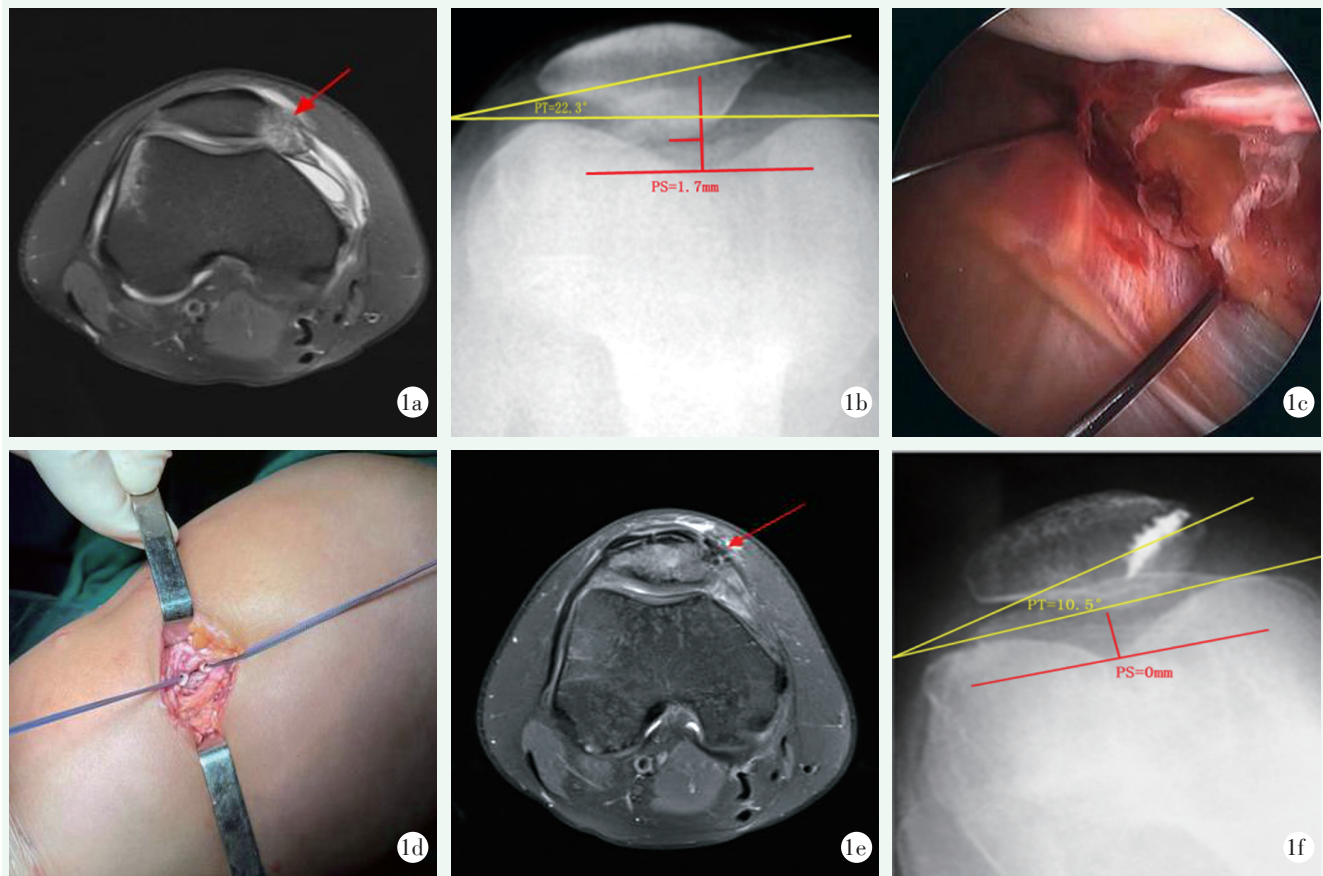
患者女性, 23 岁。髌骨侧损伤型急性髌骨脱位, 行内侧支持带绕髌折叠紧缩缝合术。1a: 术前 MRI 示内侧膝股韧带髌骨止点 III 度断裂, 髌骨内侧面骨挫伤; 1b: 术前 X 线片测量髌骨倾斜角和髌外移; 1c: 术中关节镜下注射器针头标记撕裂范围; 1d: 术中置入带线锚钉; 1e: 术后复查 MRI 示 MPFL 形态及张力愈合良好; 1f: 术后 X 线片测量髌骨倾斜角和髌外移较术前改善。
